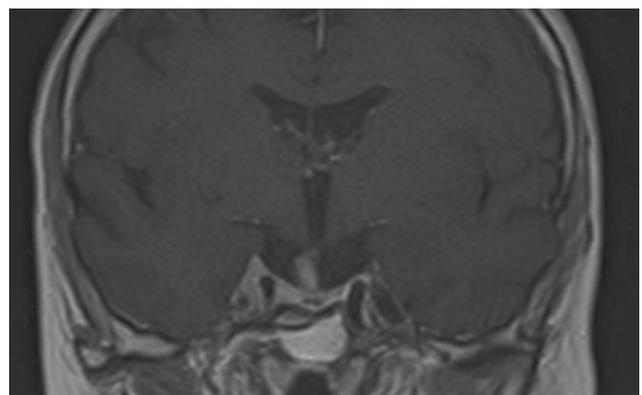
Scansione RM coronale T1-pesata post 24 mesi dal trattamento combinato TMZ e RT
